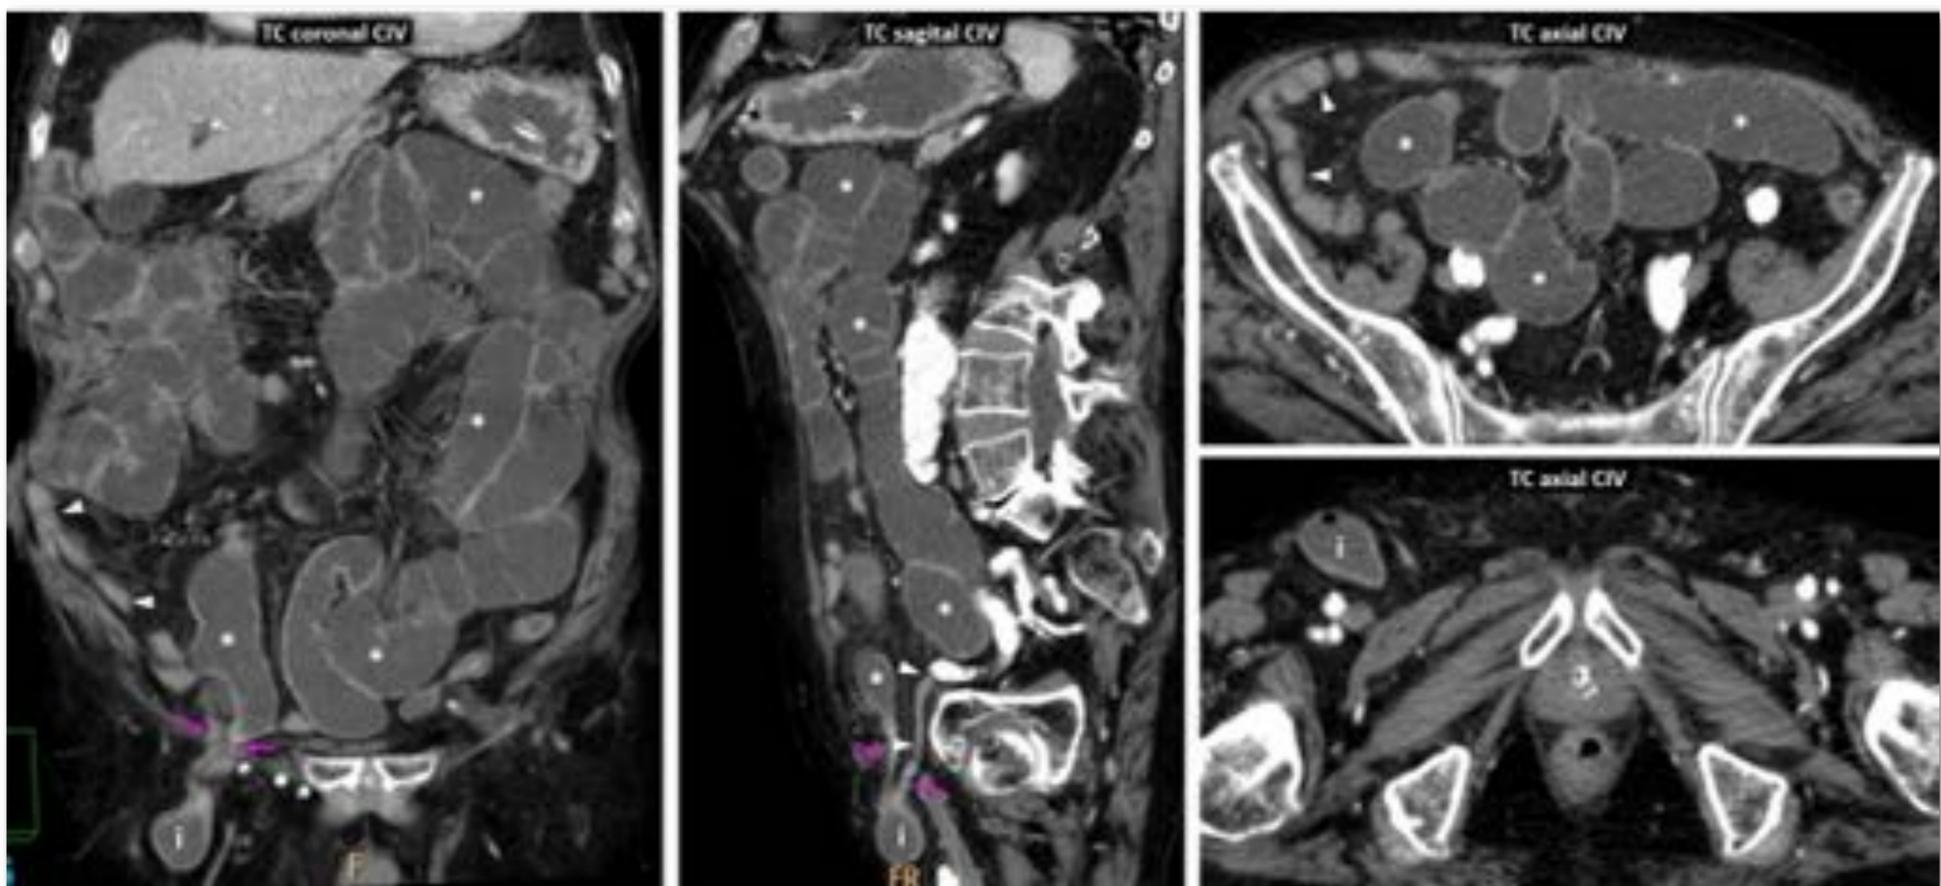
Hernia crural derecha obstructiva y estrangulada, pese a preservar realce mural. Mujer de 87 años. Vómitos y dolor, sin palpación de hernia. TC: importante dilatación proximal (*) y en un corto tramo de íleon proximal (i), que parece preservar realce parietal, herniado por anillo crural estrecho (flechas rosas), lateral a anclajes de malla de hernioplastia inguinal, con colapso intestinal distal (cabezas de flecha). Se redujo manualmente la hernia, con mejoría transitoria, pero a las 24 horas empeoró clínicamente, encontrándose una peritonitis difusa por perforación de un tramo de íleon proximal necrosado. Véase el Vídeo (17'26'').
